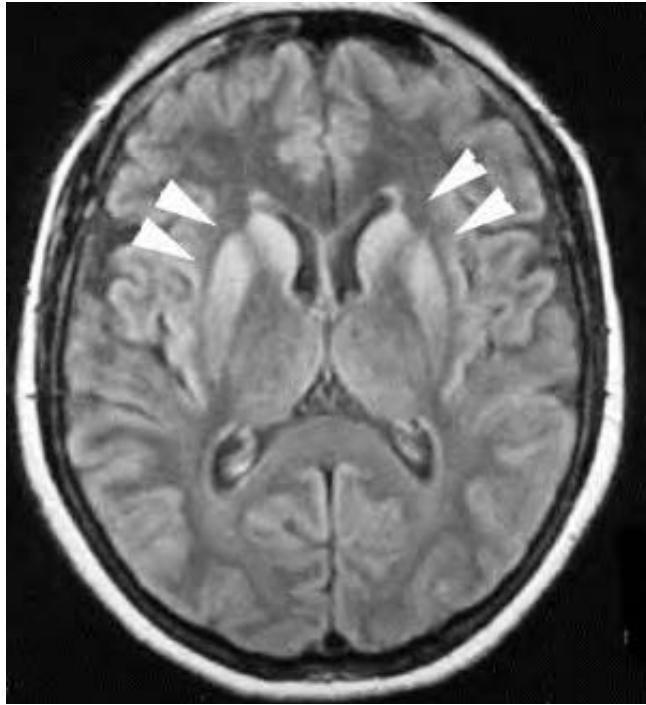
RM en secuencia *flair* mostrando señal alta anterior (flechas) en núcleos basales.
